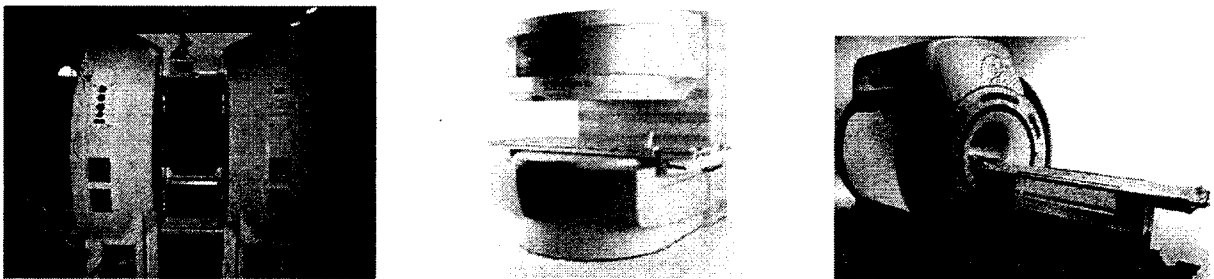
Types d'IRM : *Double-Doughnut (GE Signa SP) / Open (Siemens Magnetom C) / Closed-Bore (GE Signa Excite HD)*
